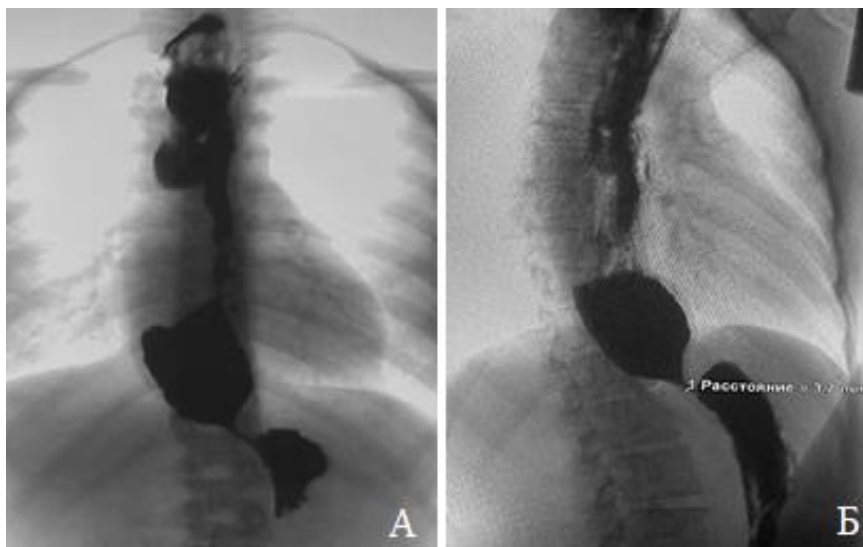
Рентгенограммы пищевода у ребенка с АК. А - в зоне кардии определяется стеноз, задержка контраста в пищеводе и супрастенотическое расширение, симптом «птичьего клюва». Б - симптом «проваливания».
